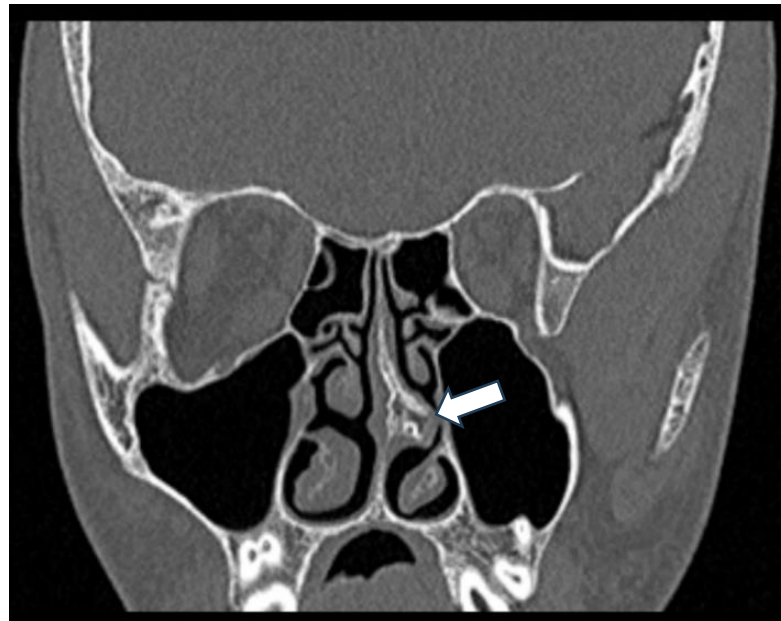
Компьютерная томограмма пациента А., 14 лет. Стрелкой указано искривление в костном отделе перегородки носа влево
